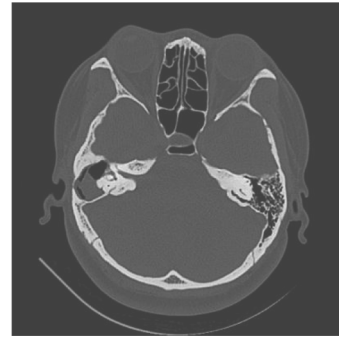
典型患者术前颞骨薄层 CT 检查所见[右乳突腔可见高密度影(术中证实为胆脂瘤), 镫骨底板缺损, 有高密度影长入前庭池, 水平半规管可见大瘘口, 乳突根治腔前方可见骨质增生]
